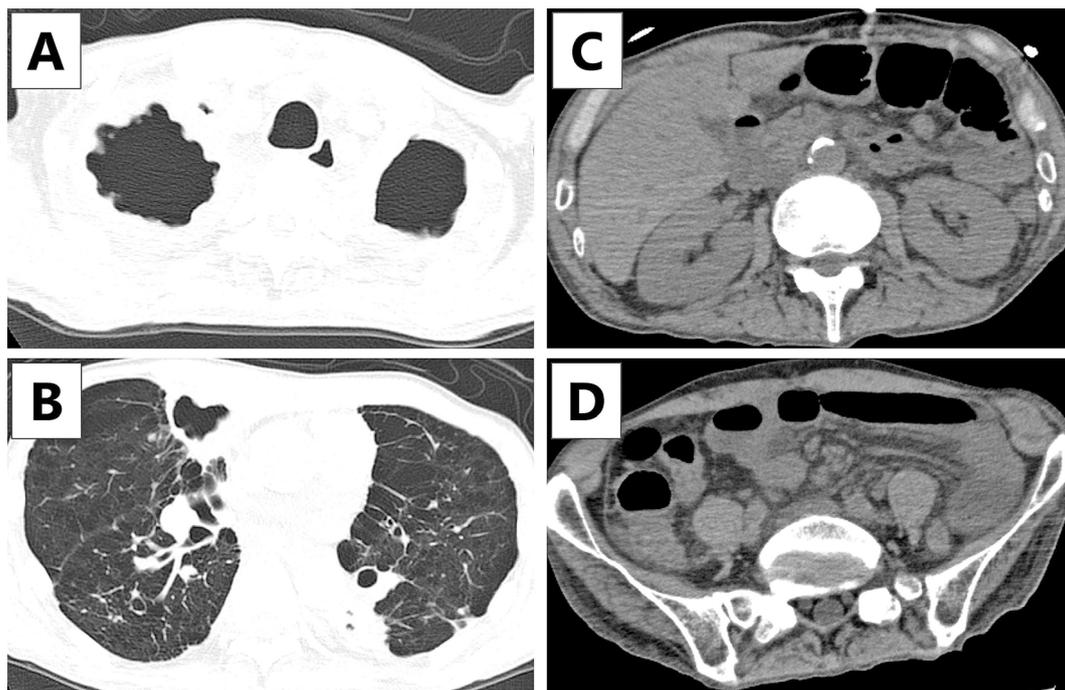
CT of chest (2A, 2B) and abdomen (2C, 2D) on admission.
